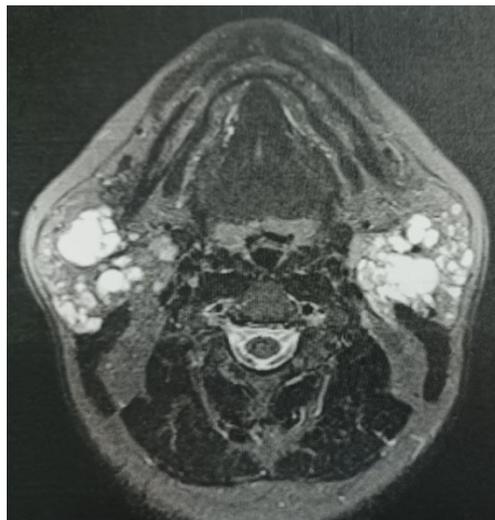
Аксиальный срез МРТ пациента С. Околоушные железы справа и слева увеличены в объеме, в их структуре визуализируются множественные кистозные включения
